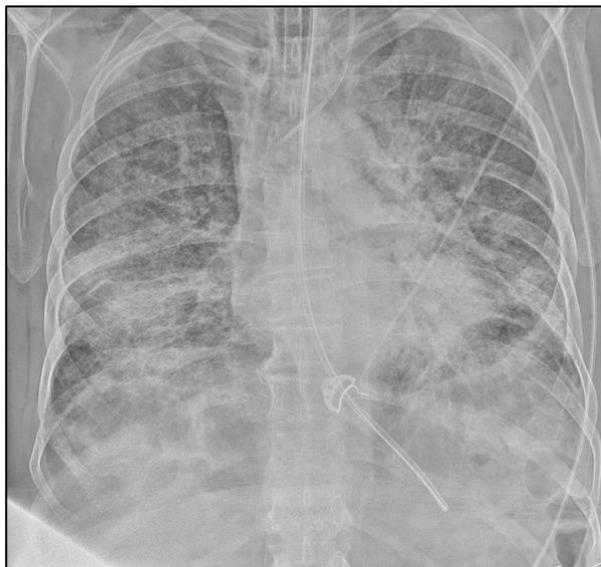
Radiografia del torace eseguita in proiezione postero-anteriore con decubito semi-ortopnoico. Si documentano multiple e confluenti aree di ipodiafania parenchimale. Presenza di device esterni quali: catetere venoso centrale (CVC), sondino nasogastrico (SNG) e tubo endotracheale (TET).
